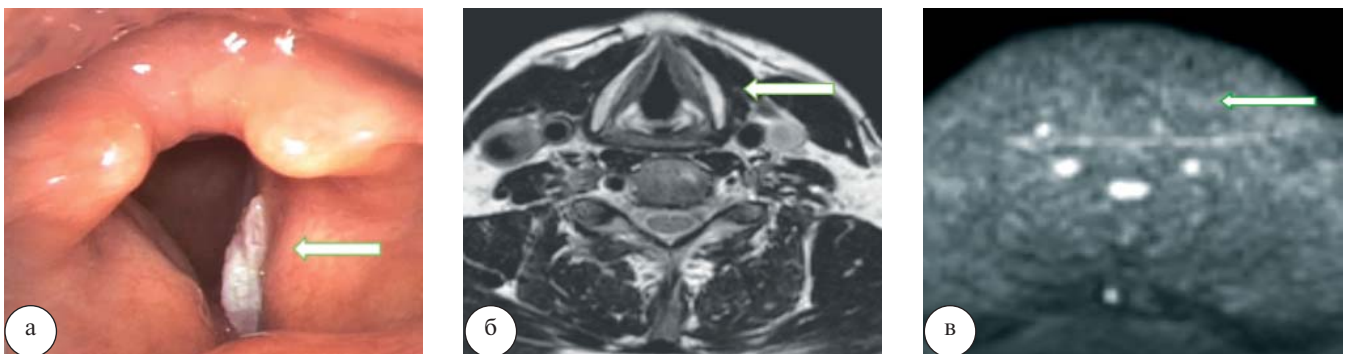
Высокодифференцированный рак гортани. При эндовидеоларингоскопии (а) в области правой голосовой складки определяется образование, покрытое фибрином. При МРТ на T2-ВИ (б) и на ДВИ (в) данных за образование голосовых складок не получено
